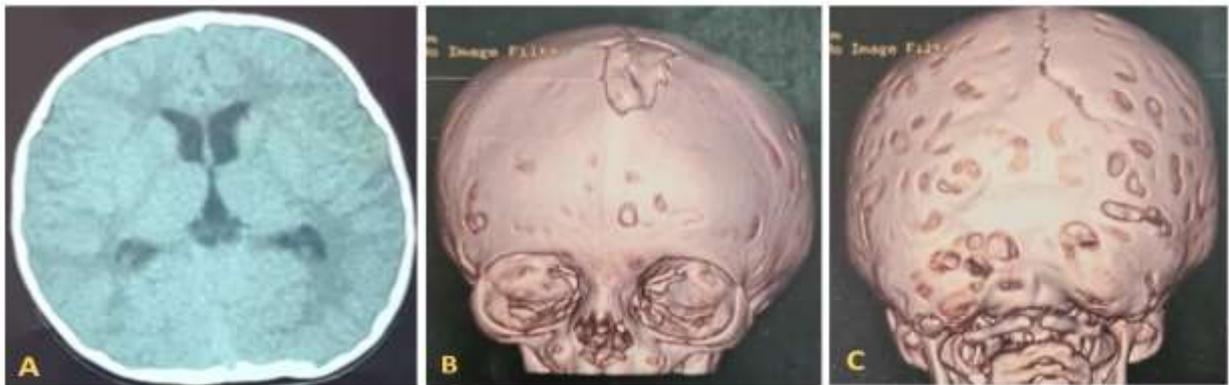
TDM cranio cérébrale d'une oxycéphalie 'sd de crozon'
